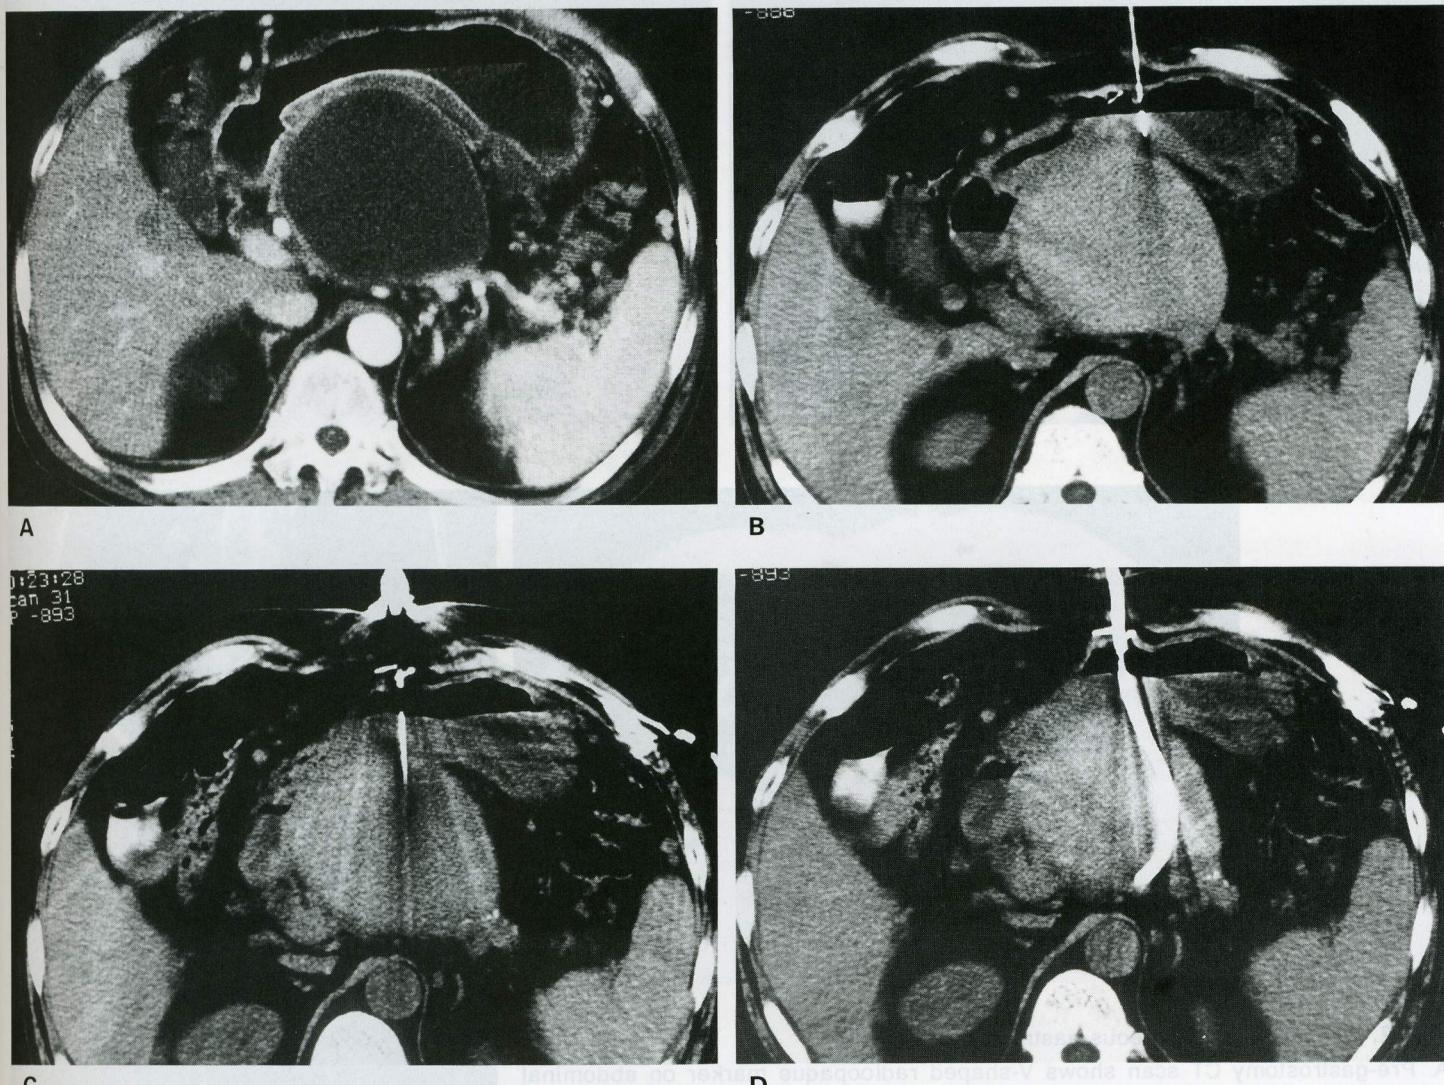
CT-guided percutaneous transgastric pancreatic pseudocyst drainage.
